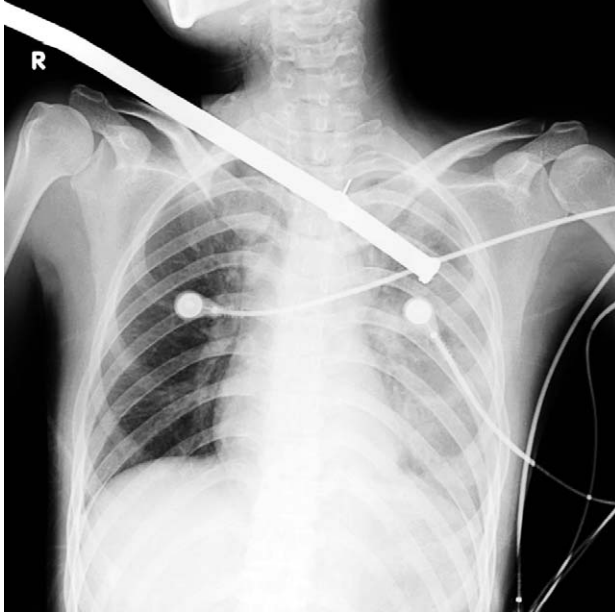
On preoperative chest X-ray, a large metallic bar was penetrating through the right cervical area to left upper lung field.
